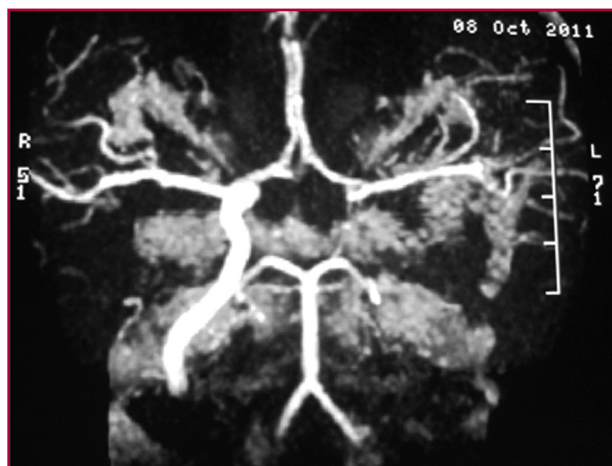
Angiorresonancia de vasos intracraneales y extracraneales donde se visualizó la carótida derecha permeable por medio de angiotomografía (*izquierda*), en contraste con la oclusión de la carótida izquierda (*derecha*).
